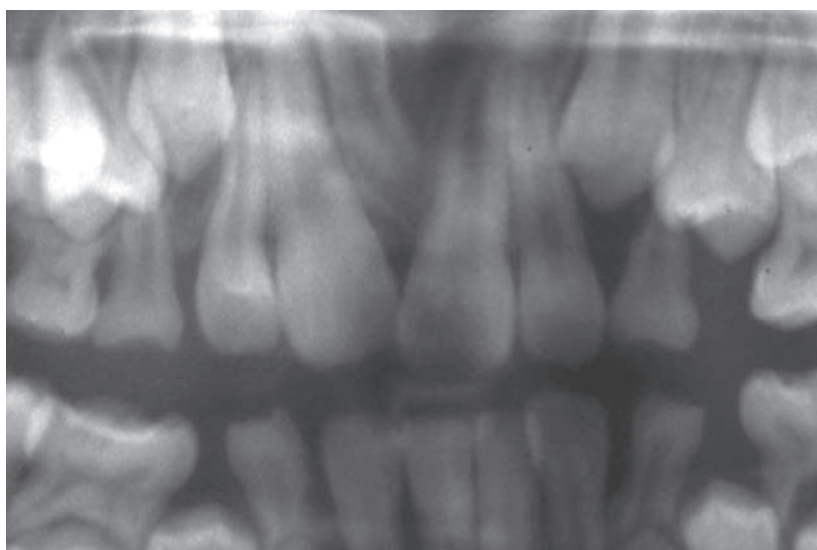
Случайно найденные сверхкомплектные зубы при обычном рентгенологическом исследовании
